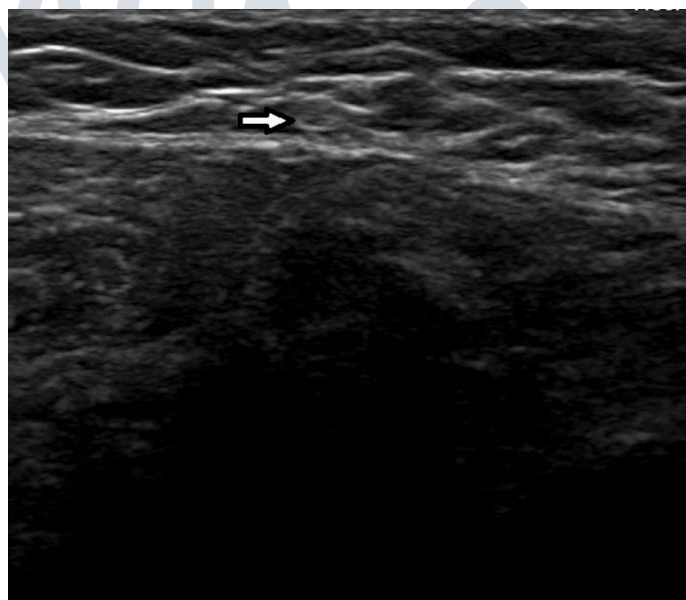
Nervio safeno. La imagen de ultrasonido muestra el nervio safeno (flecha).
